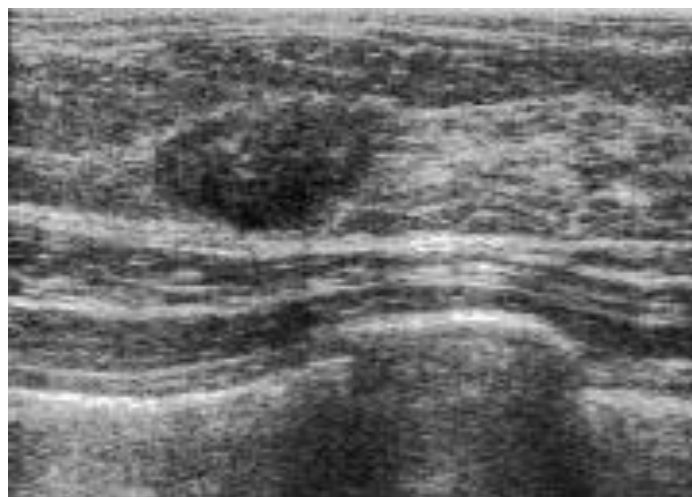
Échographie mammaire: structure hétérogène; au sein de la lacune, les échos ont une répartition différente et une intensité variable. Les contours sont également flous, un peu irréguliers (cancer canalaire infiltrant SBR 2).
